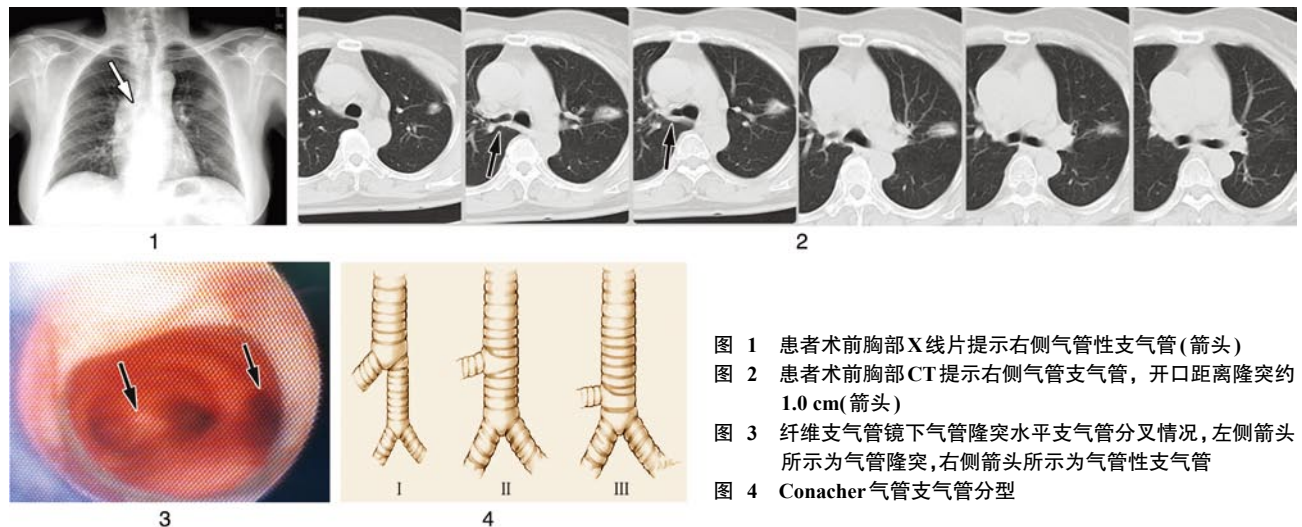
Preoperative chest x-ray showing a right tracheal bronchus as indicated by the white arrow
